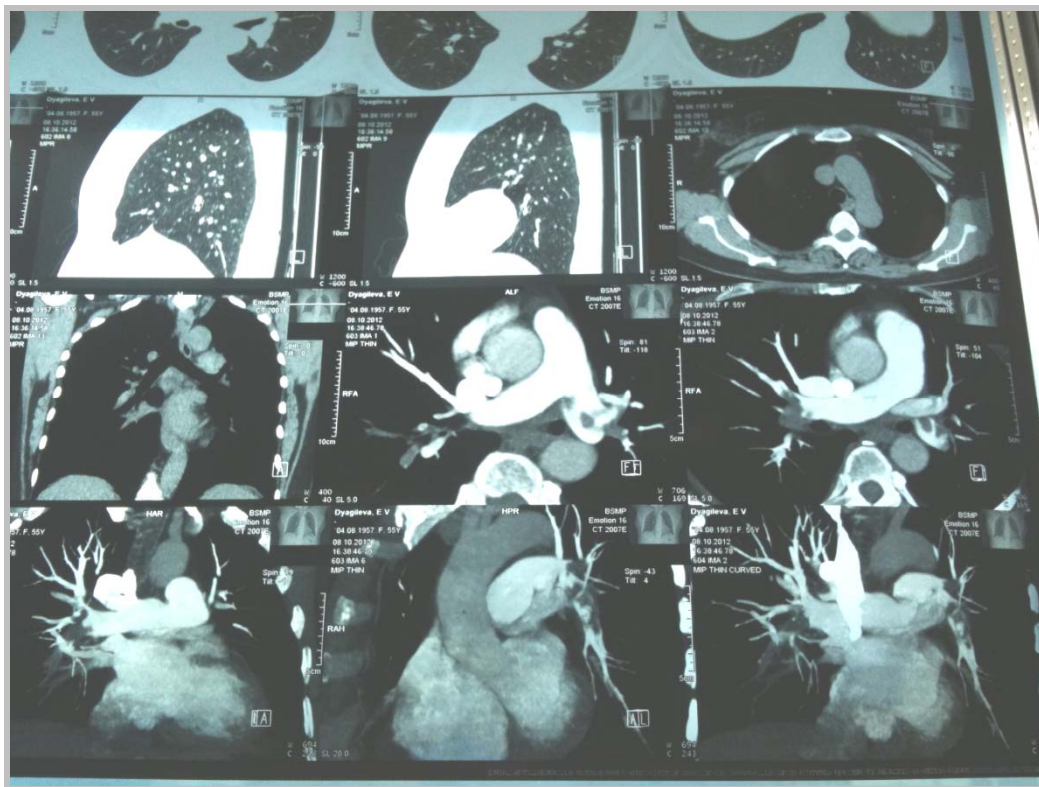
КТ-скан грудной клетки
